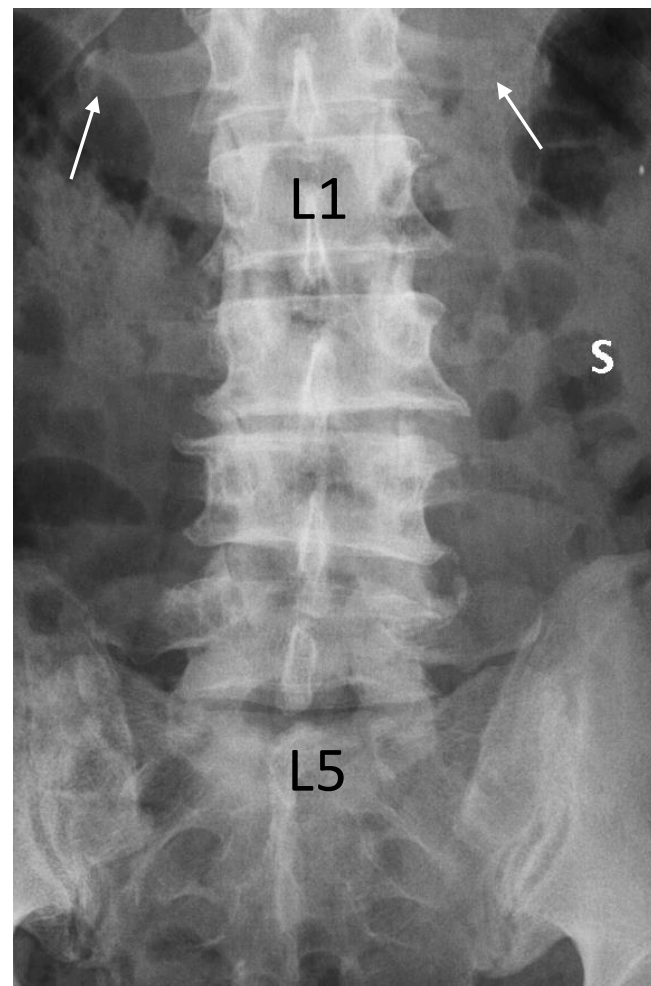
Radiografia da coluna lombar, incidência PA, mostrando sacralização parcial de L5. As 12ª costelas direita e esquerda são indicadas por setas. Havia apenas 4 vértebras do tipo lombar sem costelas e vértebras cervicais e torácicas normais
